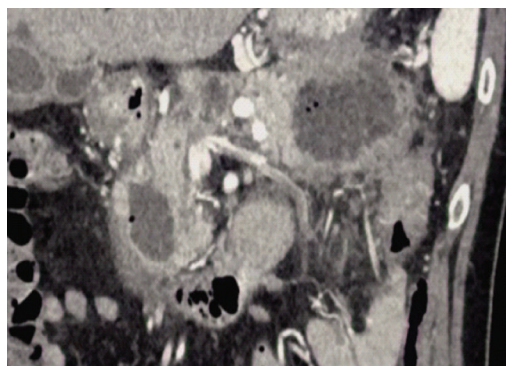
Панкреонекроз. Парапанкреатические абсцессы. МСКТ с болюсным контрастированием, артериальная фаза, коронарная реконструкция
